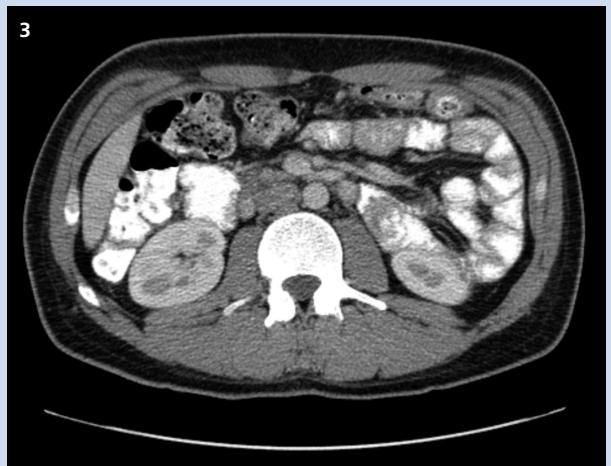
Oral ve IV kontrast madde verilerek elde edilen koronal abdomen BT kesitinde sol üst kadranda lokalize hernie ince bağırsak lupları ve herni kesesinin girişine doğru konverjans gösteren belirginleşmiş mezenterik vasküler yapılar.
